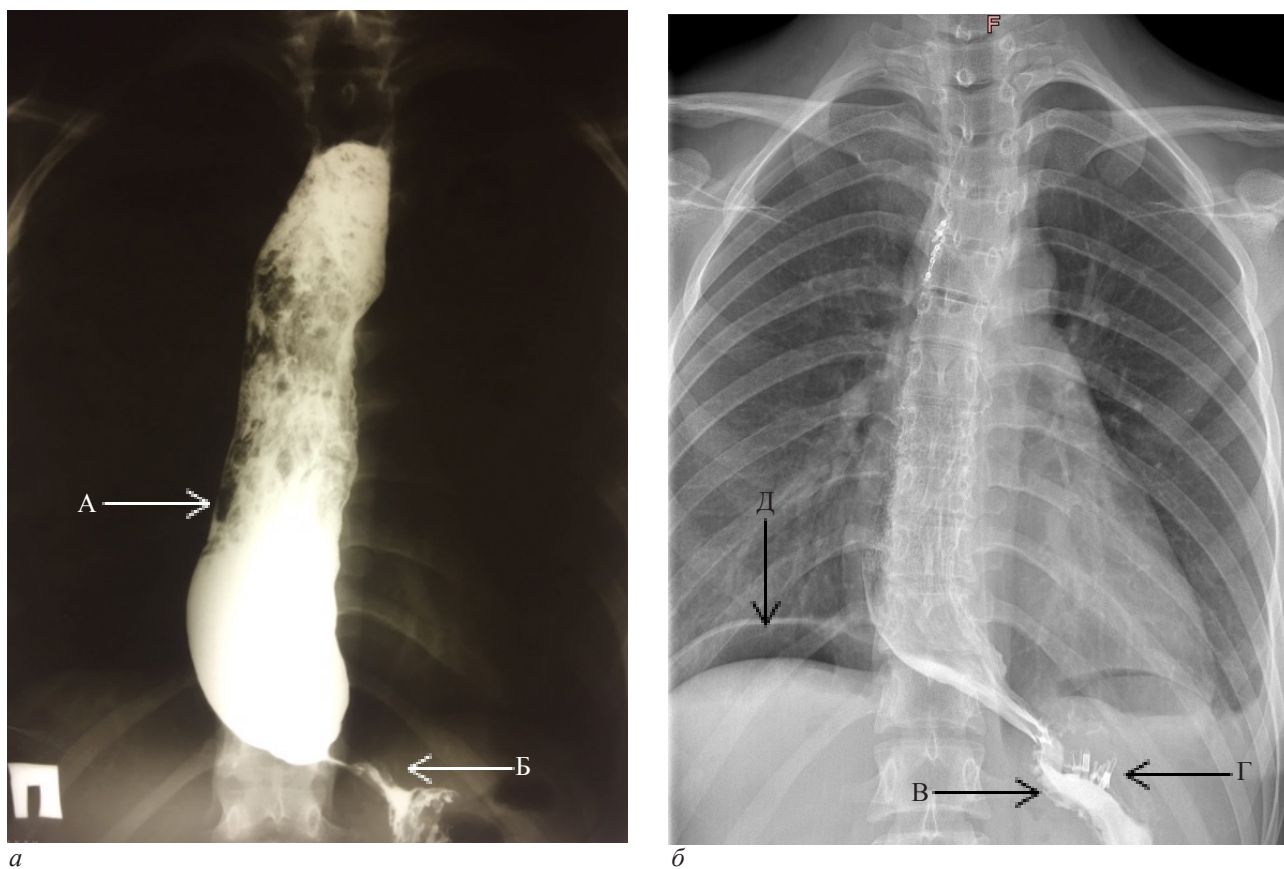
Рентгенограммы пищевода пациентки Г., 22 лет, до (а) и после (б) операции:
